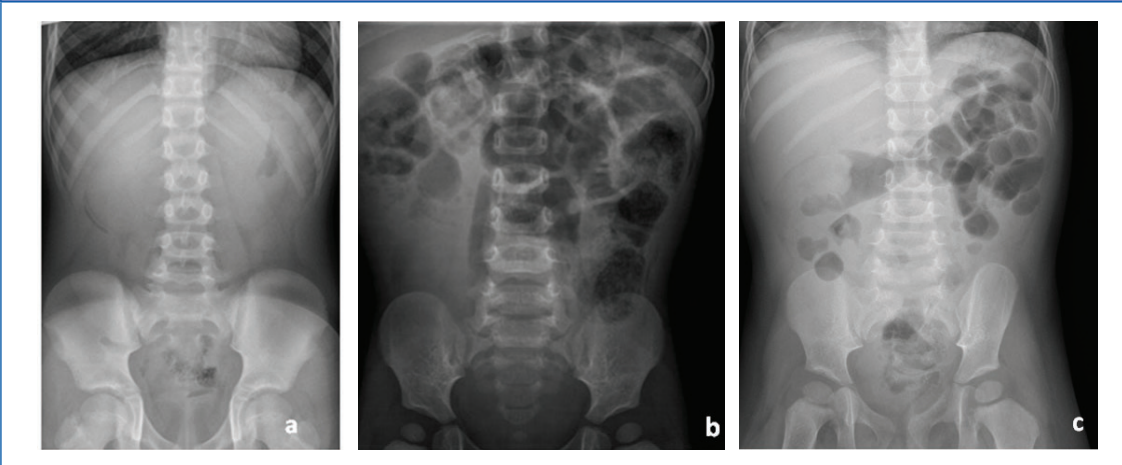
Radiografía de abdomen en pacientes con invaginación intestinal: a) silencio abdominal; b) ausencia de aireación intestinal en flanco derecho; c) cabeza de invaginación intestinal a nivel de ángulo hepático
